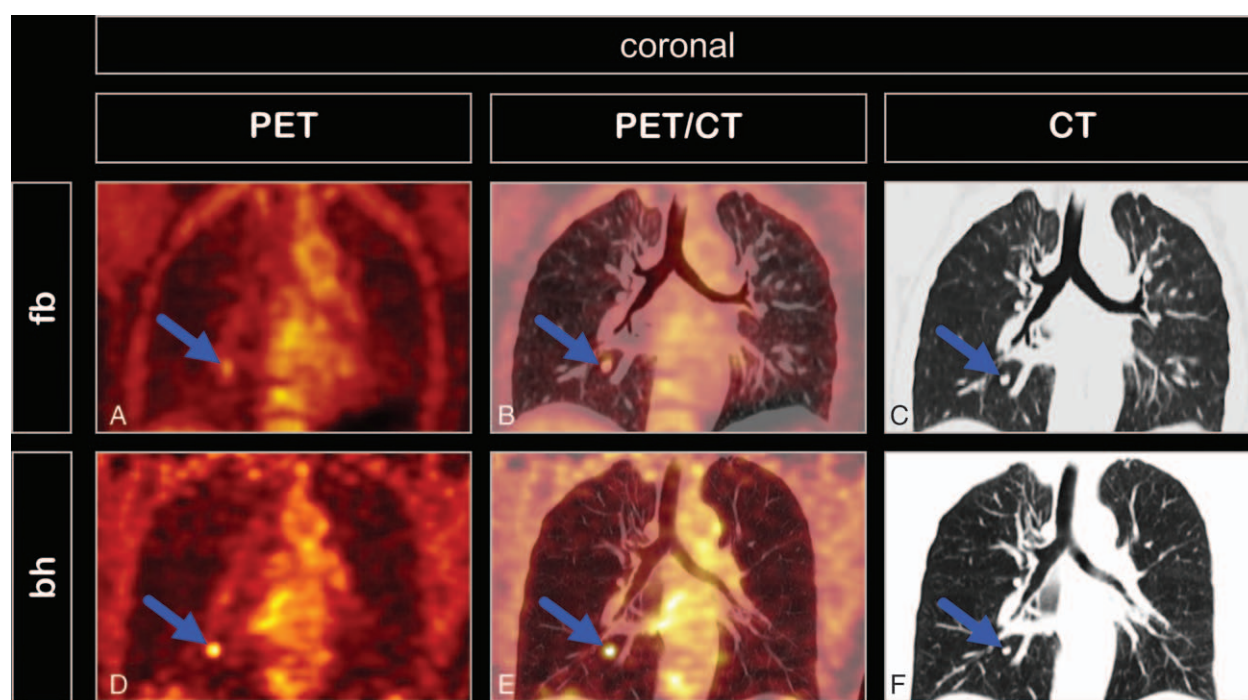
Coronal PET (A and D), PET/CT (B and E), and CT (C and F) images of a female patient with pulmonary metastasis of malignant melanoma (arrows) close to the right lower lobe bronchus. At free-breathing PET (A) the nodule appears craniocaudally elongated and blurred, with low uptake and large metabolic volume (SUV_{max} 2.3, SUV_{mean} 2.0, mV_{ic40} 3.9 mL), whereas at breath-hold PET (D) the nodule appears rounder, more sharply delineated, with higher uptake and lower metabolic volume (SUV_{max} 4.9, SUV_{mean} 3.5, mV_{ic40} 0.6 mL). Breath-hold time was 67 seconds.
